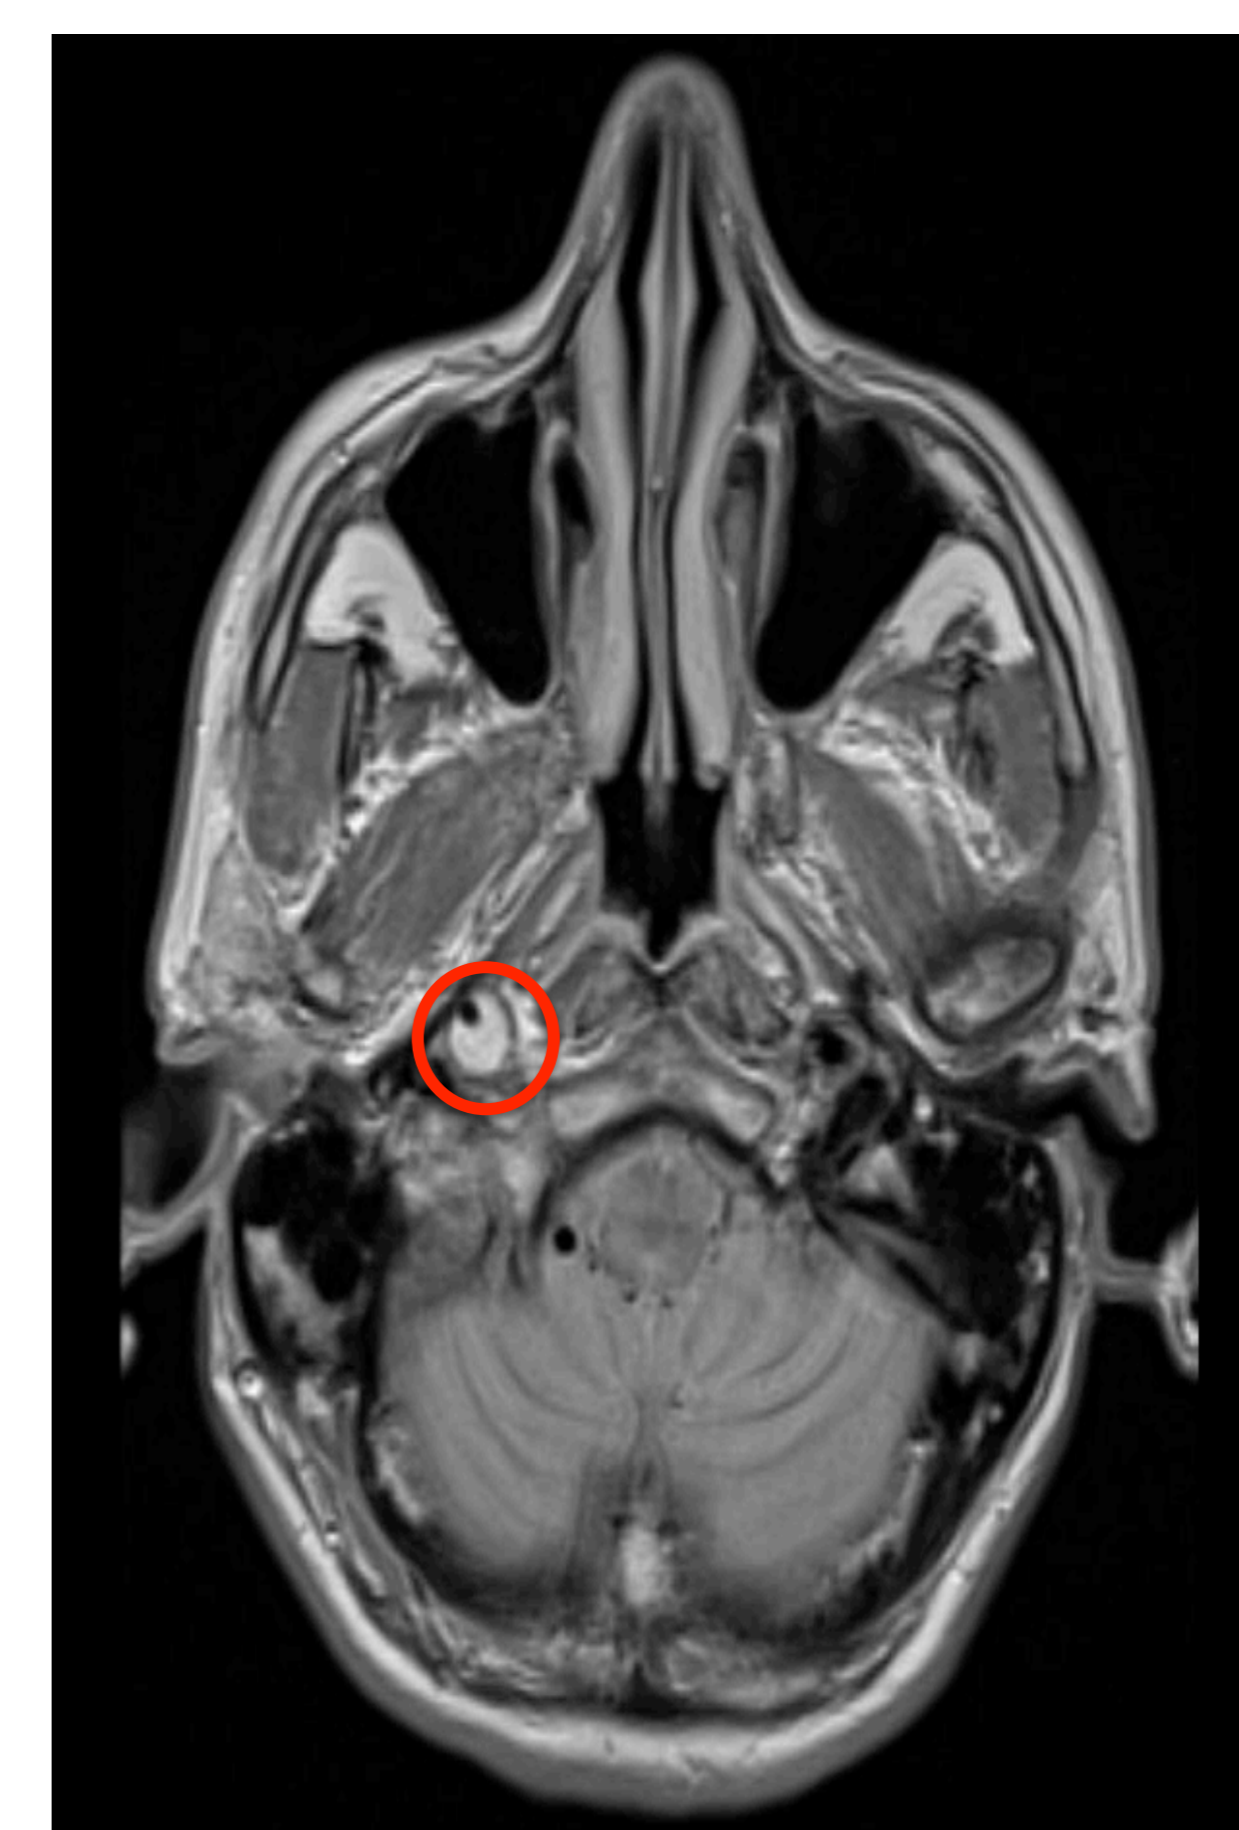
RM T2 - Corte axial com o sinal “lua crescente” hiperintenso na carótida interna direita.
